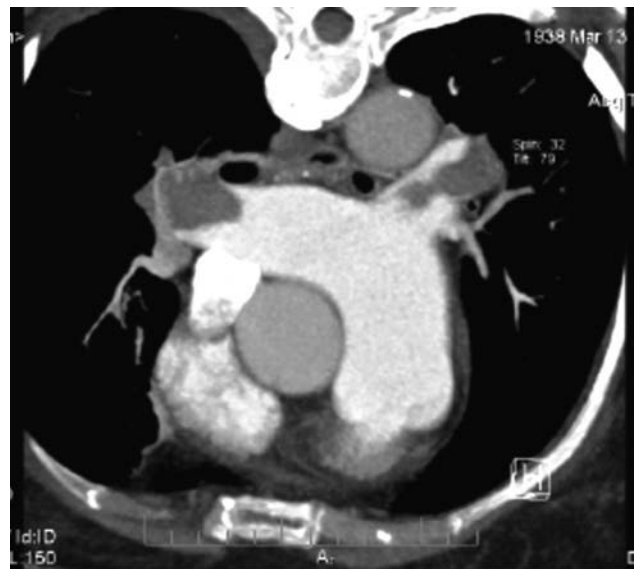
КТ-ангіографія. Двобічна підгостра тромбоемболія легеневої артерії. В головних, часткових, деяких сегментарних та субсегментарних легеневих артеріях з обох сторін дефекти контрастування, які частково перекривають просвітки судин.
